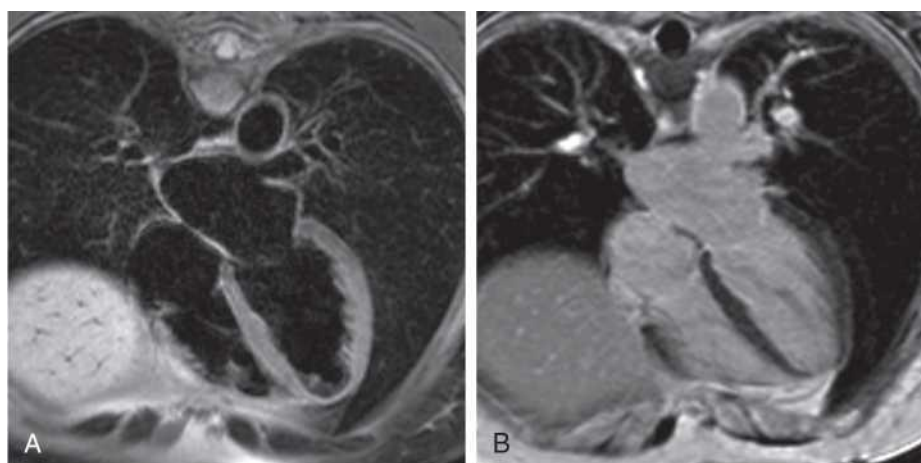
Dark-blood and bright-blood images in CMR. Four-chamber view of the heart using dark-blood (A) and bright-blood (B) sequences. CMR, Cardiac magnetic resonance.
